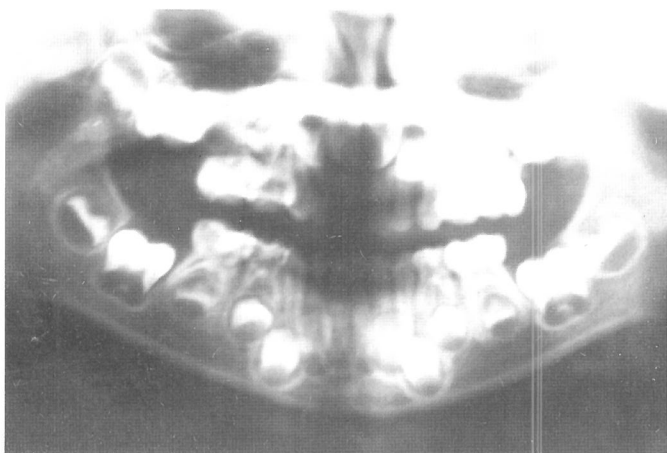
Radiografía panorámica a los 4'7 años de edad, mostrando el segundo molar temporal previo tratamiento pulpar.
